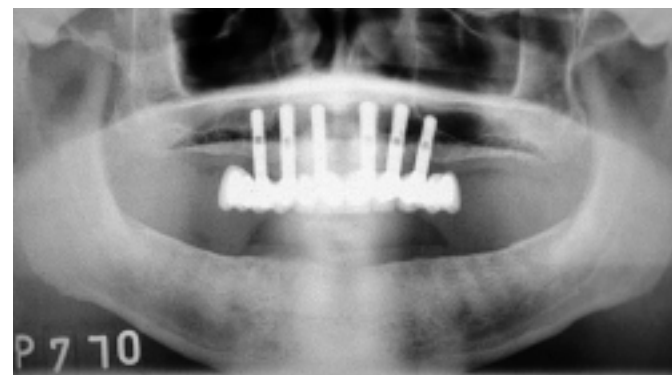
Odpovídající ortopantomogram.
